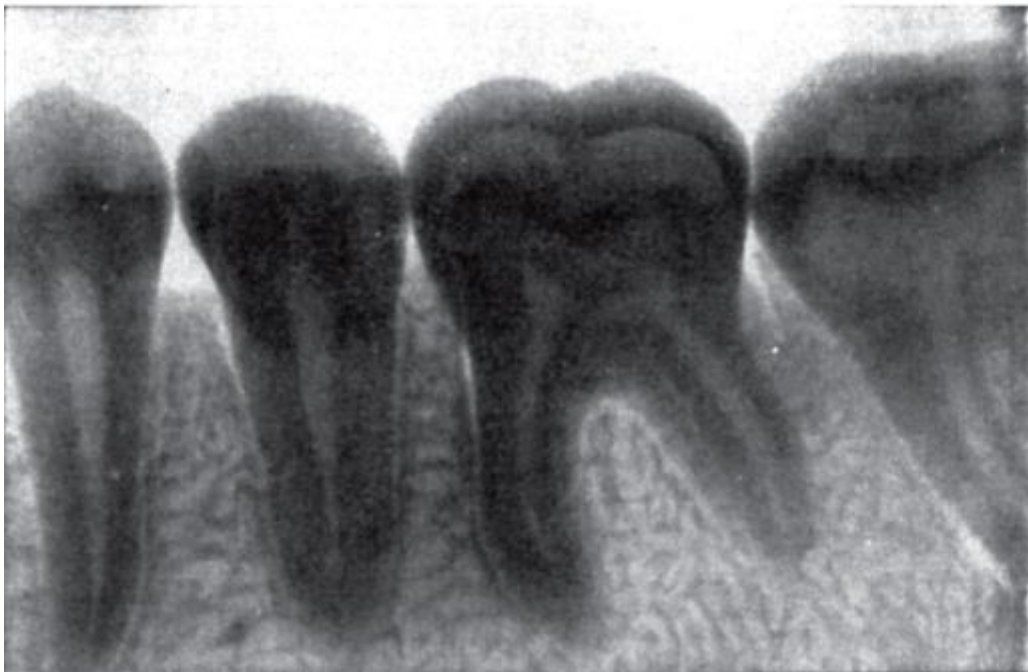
Рентгенограмма нижних премоляров, 1-го и 2-го моляров
